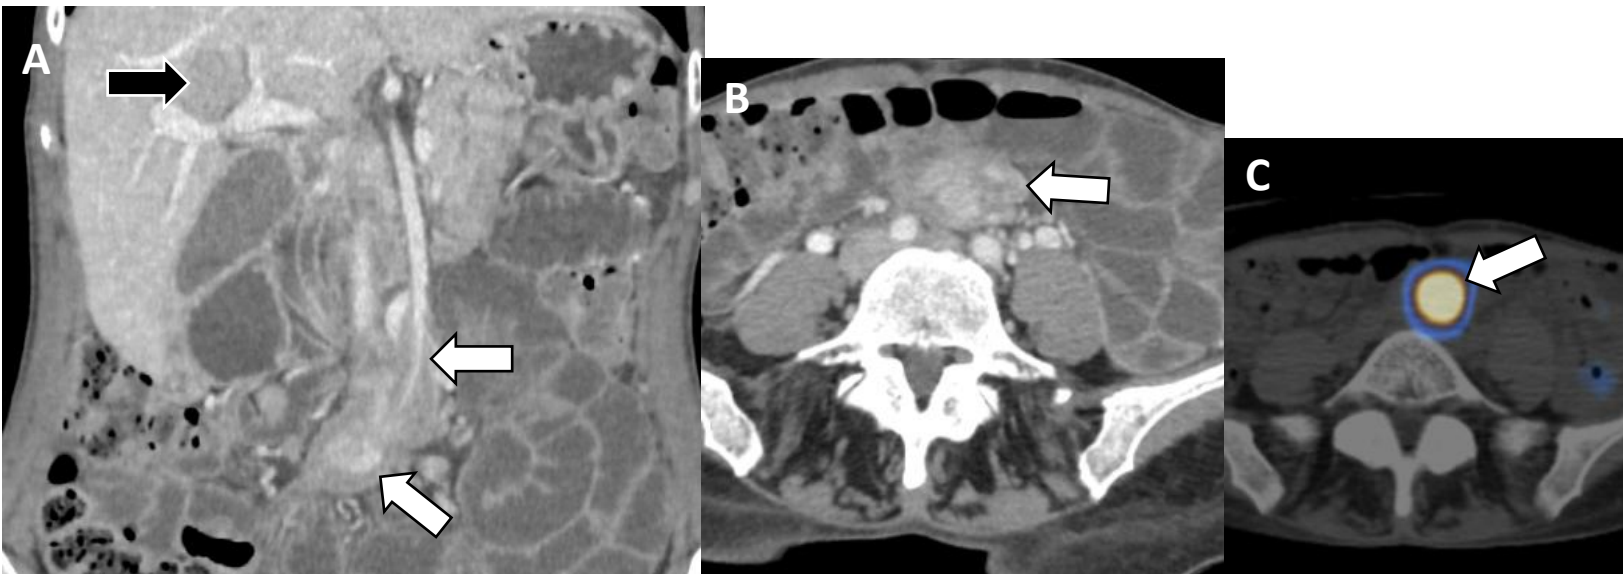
(A) TC portal coronal y (B) axial que muestran masa hipercaptante en asa de íleon (*flecha blanca*). (C) SPECT-TC con 99mTc-Tektrotyd demuestra la lesión con elevada captación (*flecha blanca*). La biopsia de lesión hepática (*flecha negra en A*) confirmó TNE grado 1.
